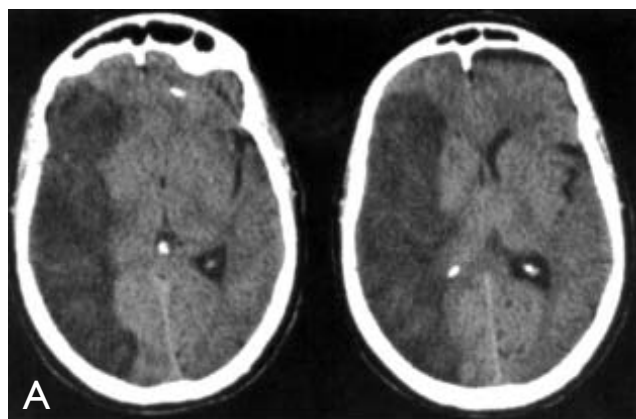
A TC simple la cual muestra zona hipodensa en hemisferio cerebral izquierdo secundaria a infarto cerebral isquémico troncular (arteria cerebral media izquierda). B RM T2 Echo 2. Resonancia magnética de cráneo que muestra infarto subcortical en tálamo derecho.
